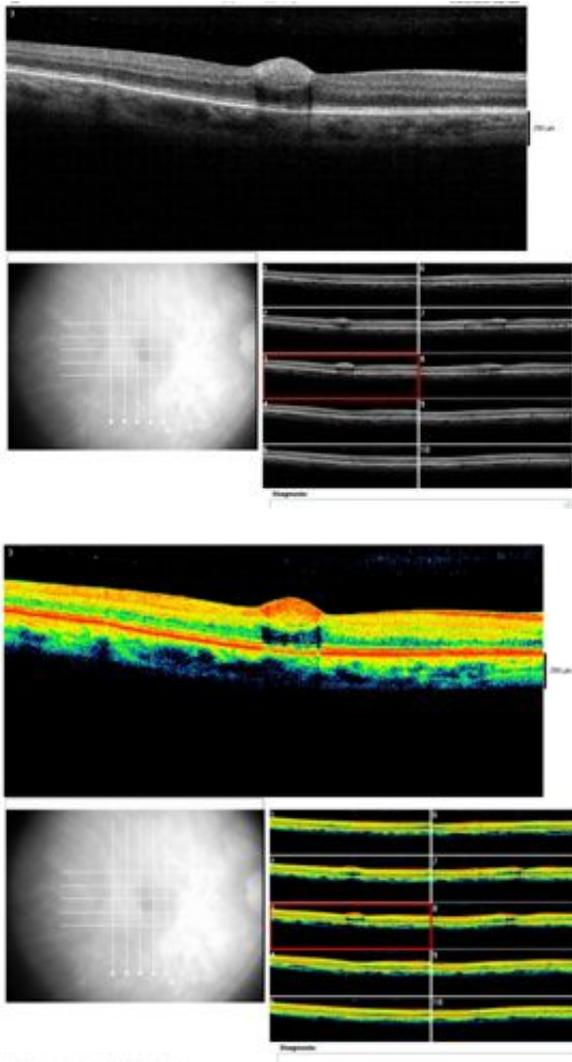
Tomografia de coerência óptica de olho direito apresentando hemorragia macular intrarretiniana.
